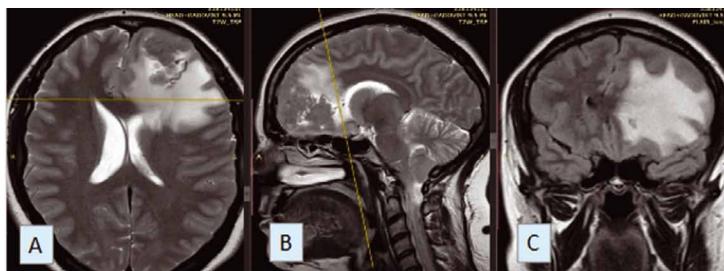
МРТ пациентки А., 47 лет с рецидивом/продолженным ростом менингиомы: Т2-ВИ аксиальная проекция (А), Т2-ВИ сагиттальная проекция (В), FLAIR коронарная проекция (С). Отмечается выраженный перифокальный отёк вокруг менингиомы передней черепной ямки слева.
